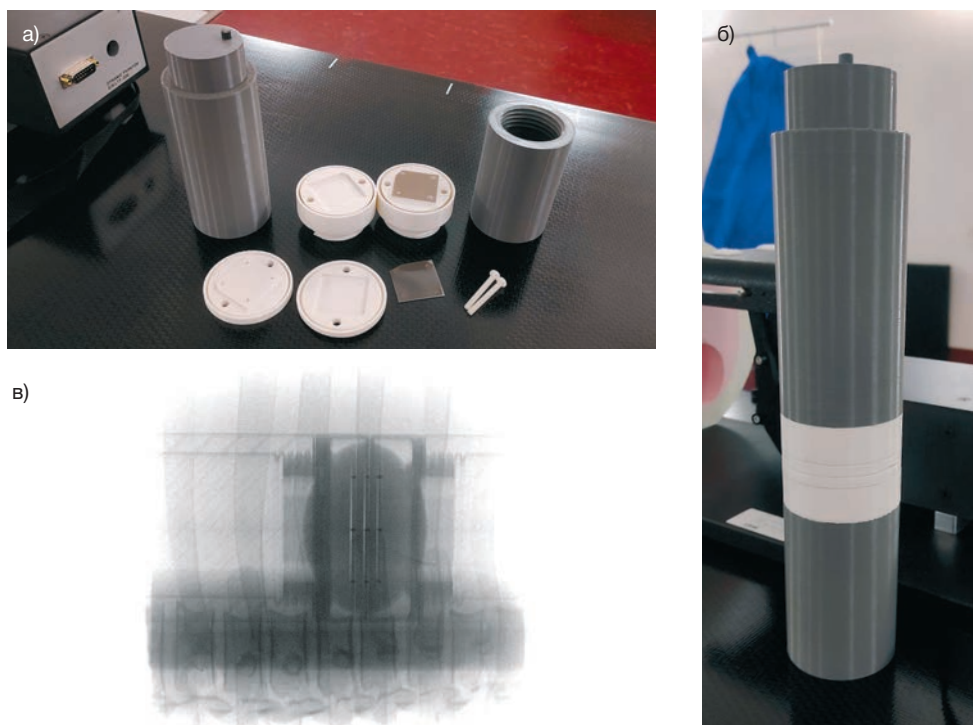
а) специально разработанная в ЦЛТ «ОнкоСтоп» вставка для Xsight Lung phantom (с радио-хромными пленками, рентгеноконтрастными маркерами и рентгеноконтрастной мишенью); б) вид в сборе; в) вид на рентгеновском снимке на лечебном столе под углом 45 градусов
